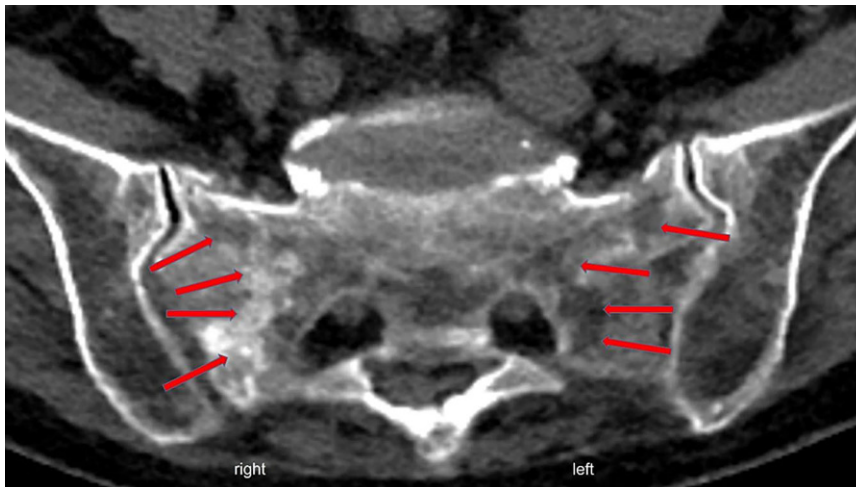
▲ Im axialen CT-Schnittbild Darstellung einer unterschiedlich alten, bilateralen FFS mit deutlicher Sklerosierung in der Frakturzone rechts und ohne Umbaureaktionen in der Frakturzone links (Pfeile)
